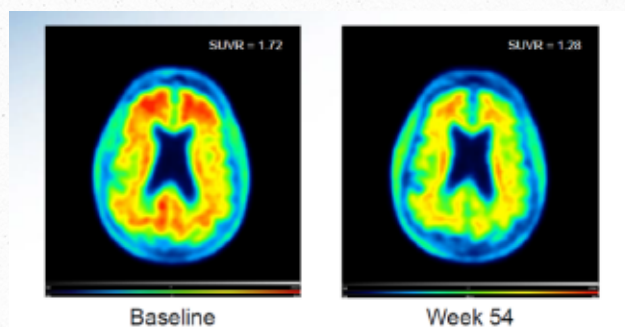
Imagen de PET de amiloide en el momento basal y a la semana 54 de un paciente asignado a rama activa con aducanumab a dosis de 10mg/kg, mostrando reducción de la carga de amiloide. Imagen cedida por Biogen, Inc., MA, USA para fines educativos.
